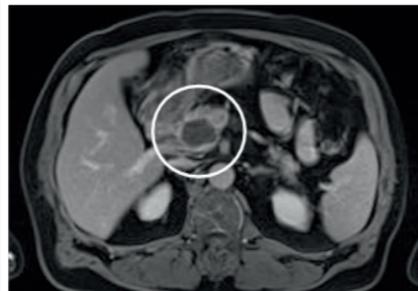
CT-Darstellung der Pankreaspseudozyste im Kopfbereich der Bauchspeicheldrüse (Kreis).
